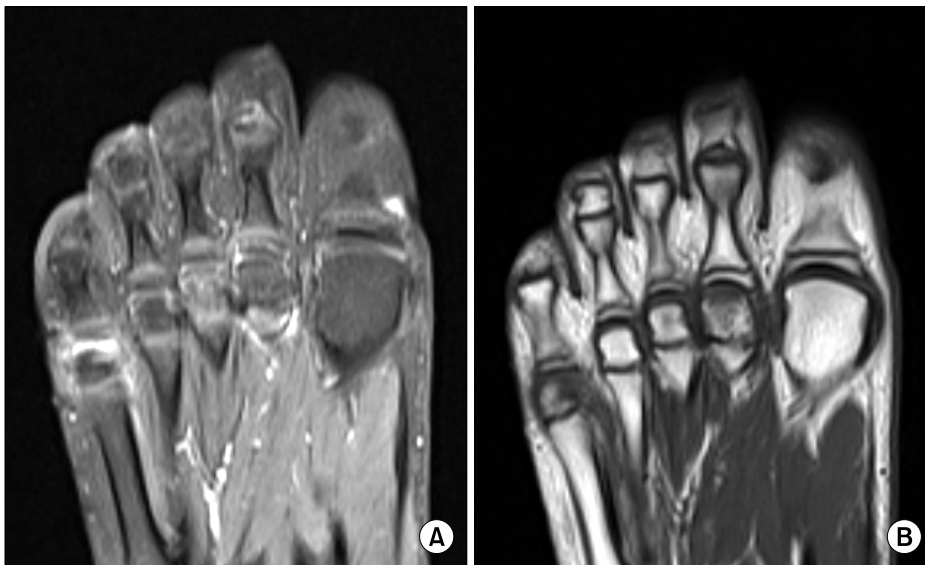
Magnetic Resonance Imaging (MRI) images of the right Foot. MRI shows focal low T1 signal intensity (A) and high T2 signal intensity (B) at the head of the second and fifth metatarsal bone, consistent with bone marrow edema. Scanty effusion is seen at the second and fifth metatarsophalangeal joint.
